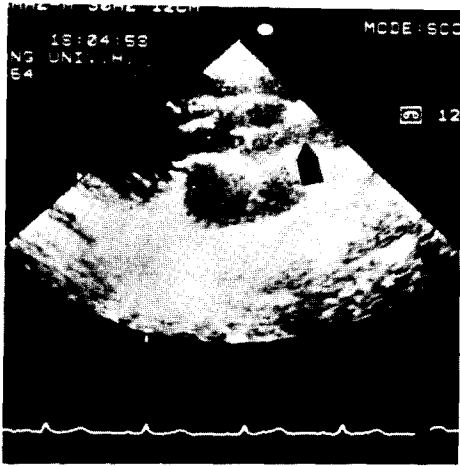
2-D echocardiography was show the aortic stenosis above the sinus of Valsalva.
